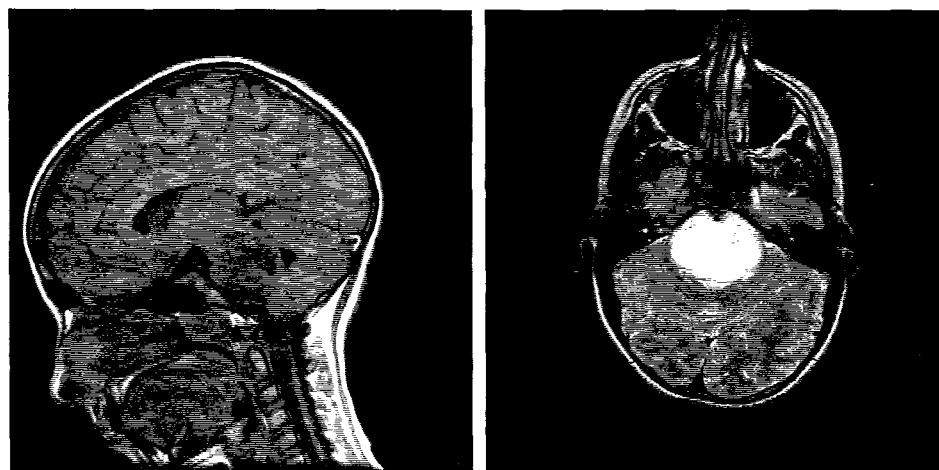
3A. 2a, 3. 3A. 2b. Aspect IRM de gliom infiltrativ de trunchi cerebral.
